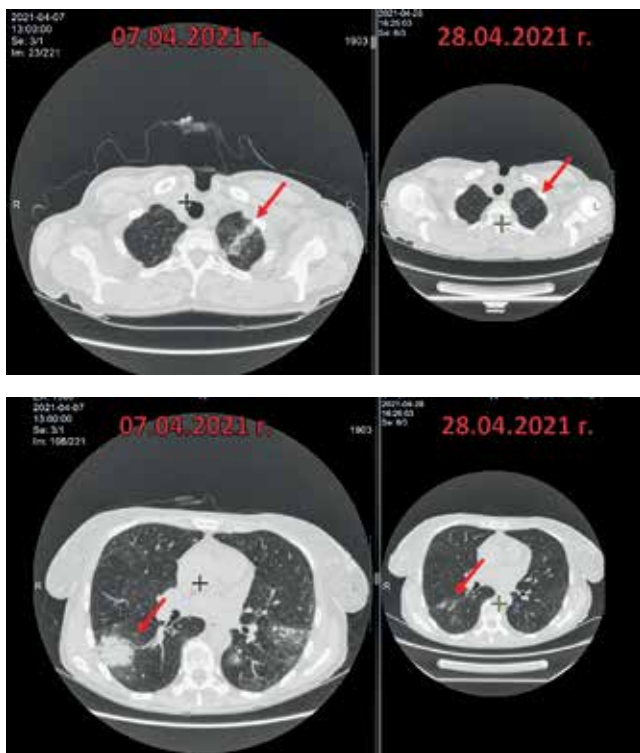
Пациентка Л. Динамика КТ ОГК от 07.04.2021 г. и 28.04.2021 г. – 16 день лечения
